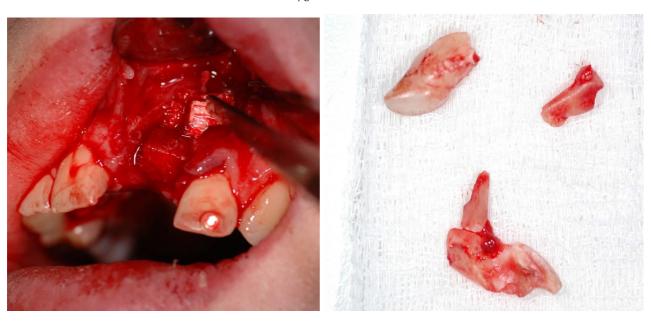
Та же больная. 21 зуб удален. Справа – фрагменты удаленного 21 зуба Имплантация проведена без осложнений, первичная фиксация имплантата хорошая. Выполнена контрольная ортопантомограма (рис. 22).
